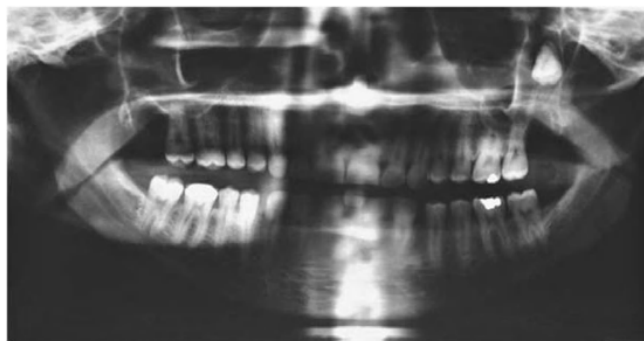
Radiografía panorámica que muestra un diente desplazado hacia la fosa infratemporal.<sup>2</sup>
